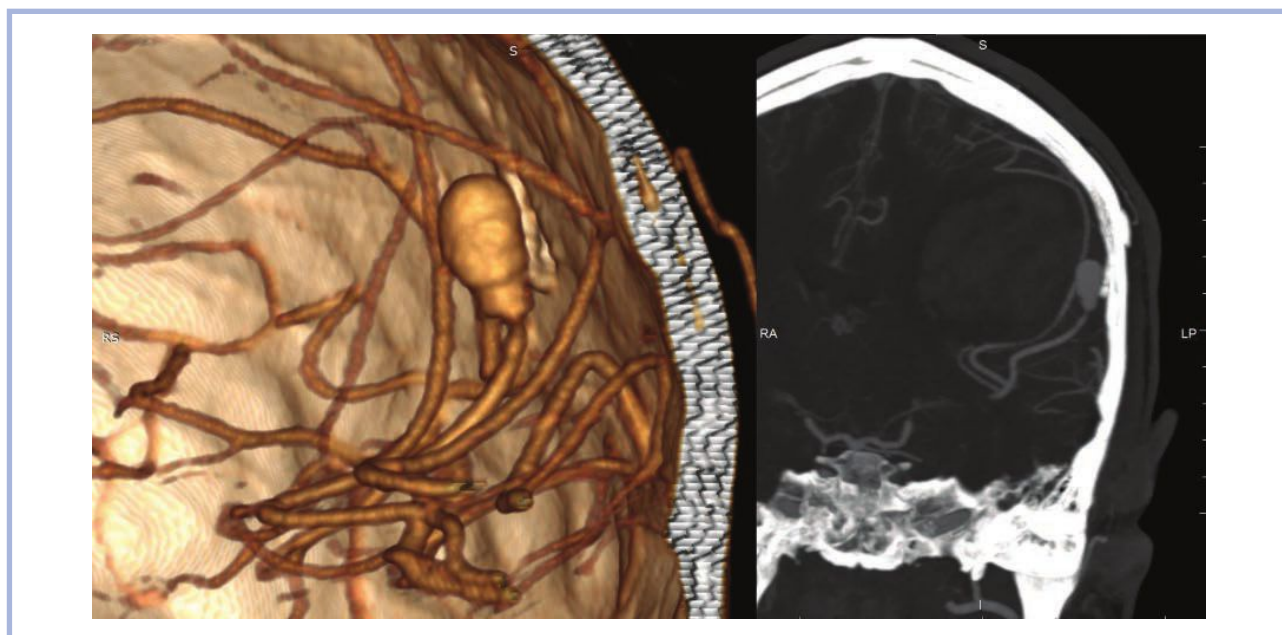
КТ головного мозга после ухудшения состояния.
